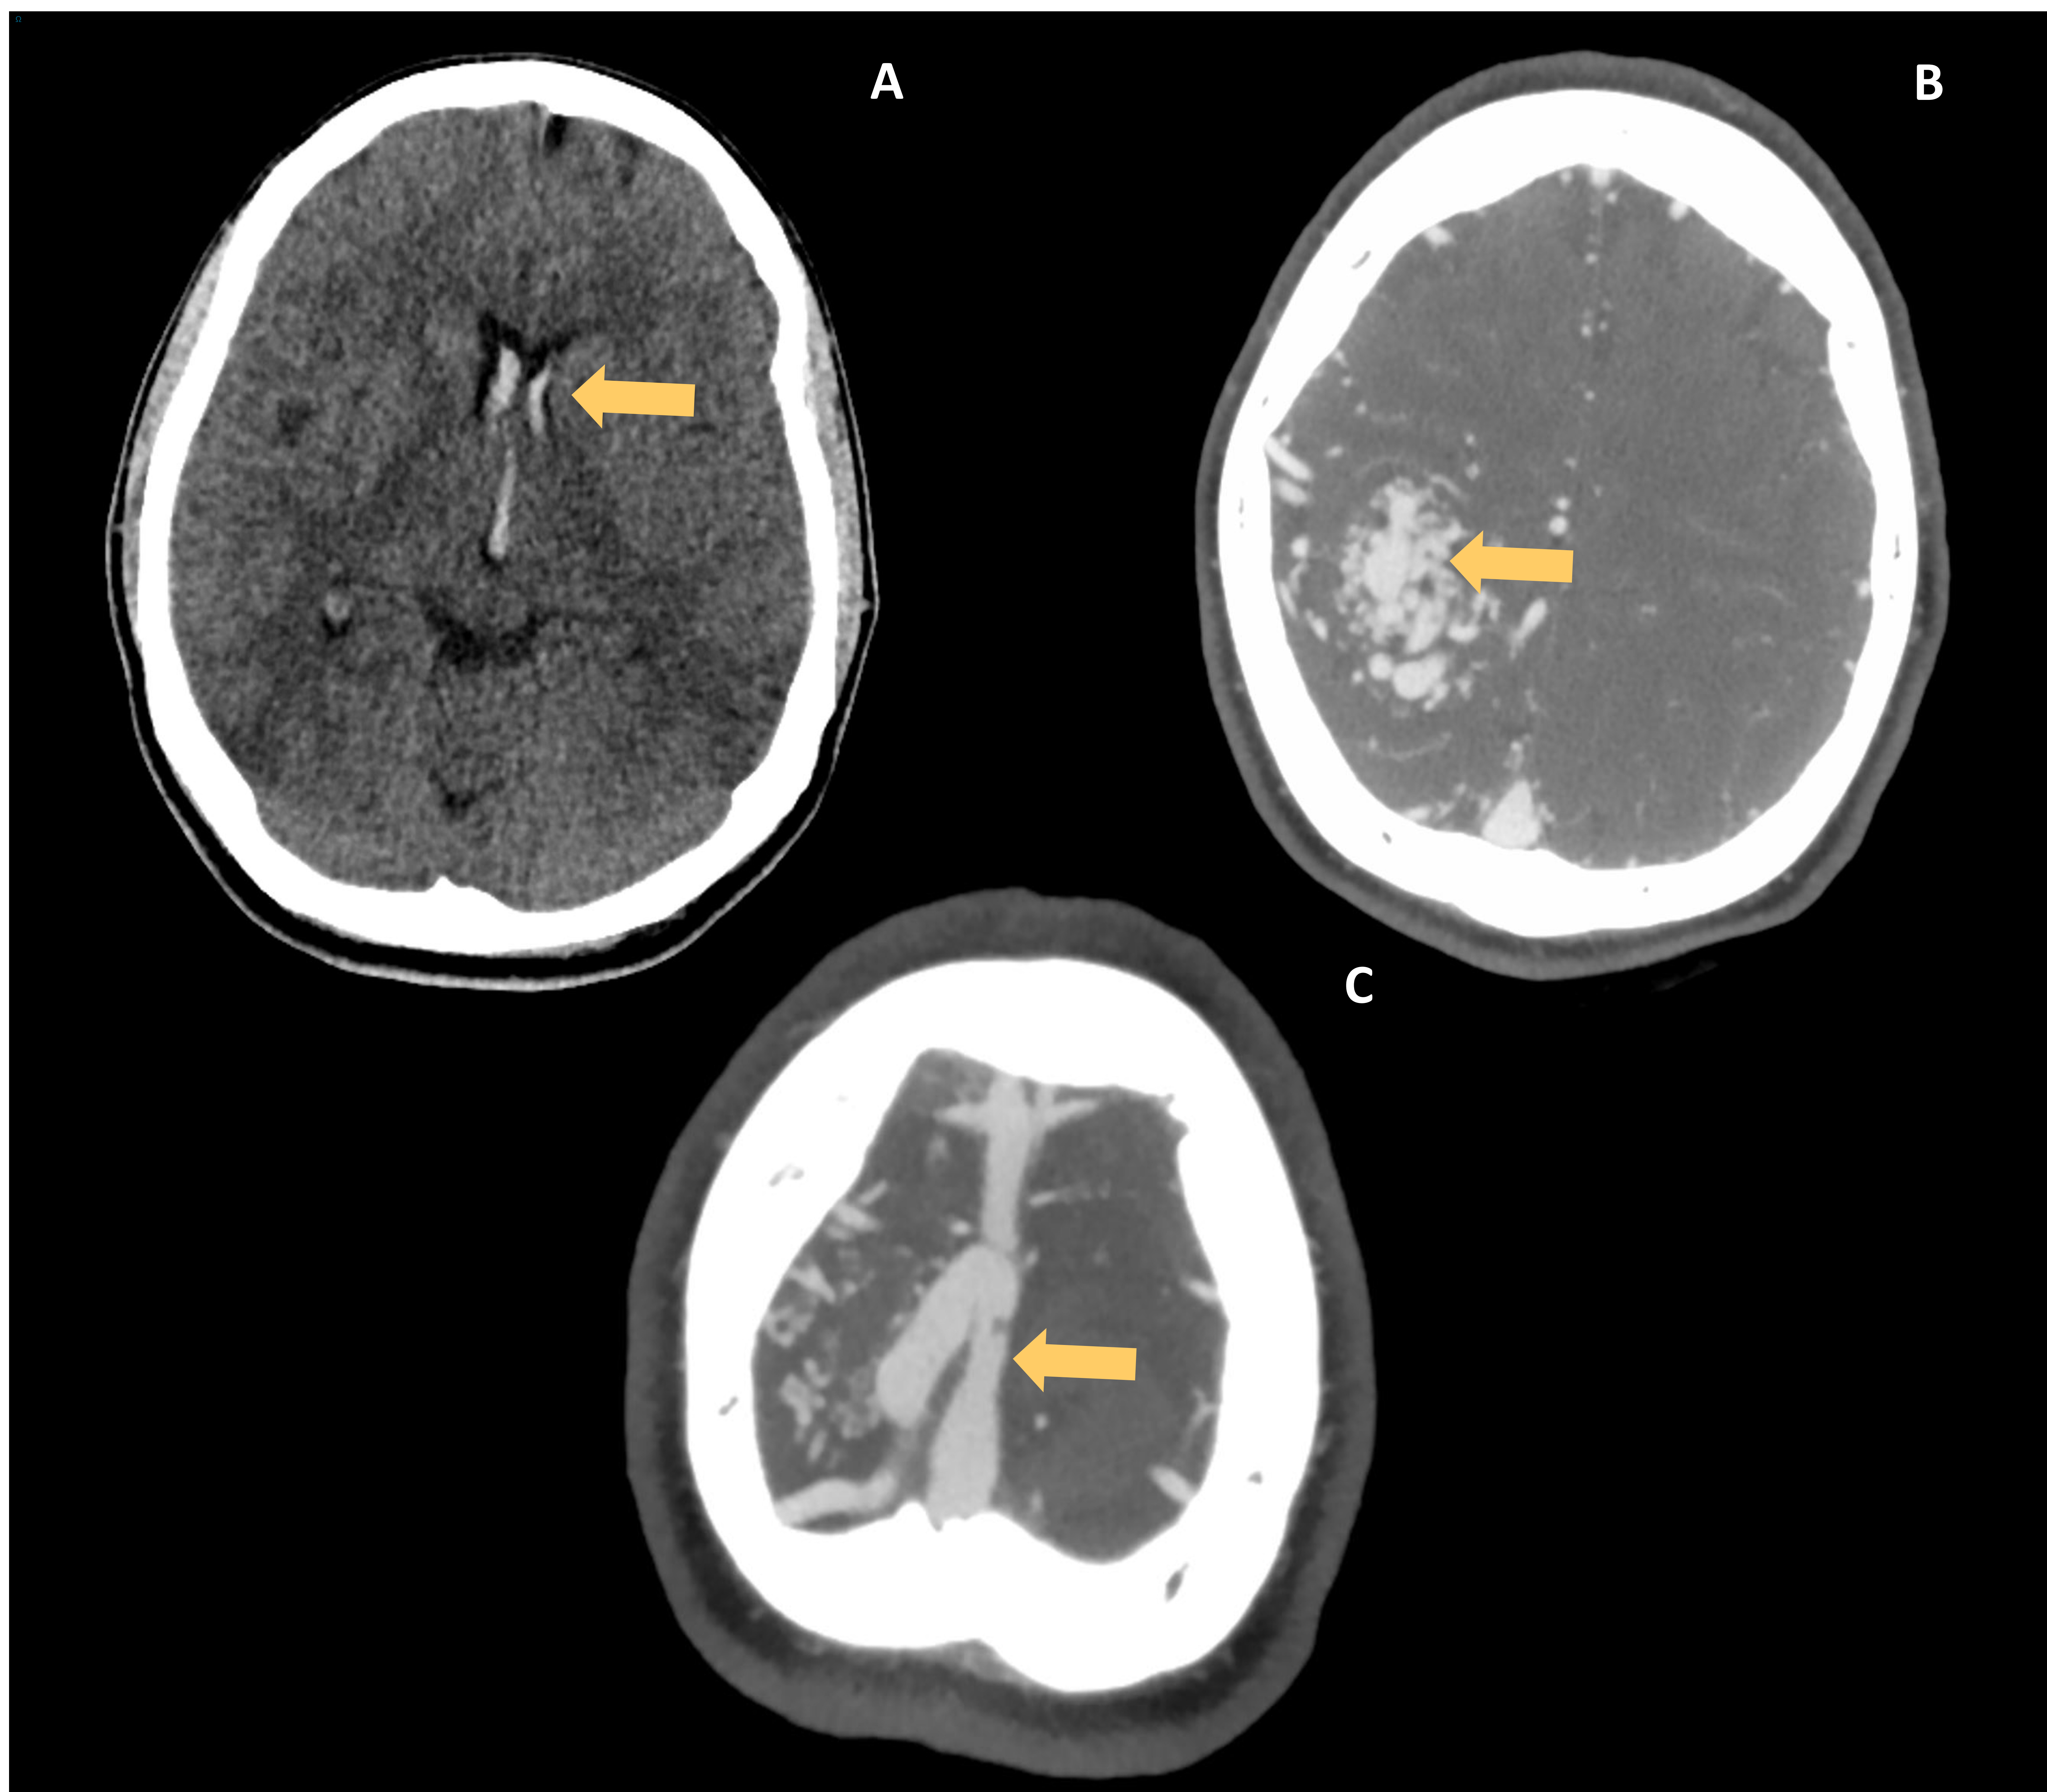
TC de cráneo sin contraste en plano axial (A) con componente hemático en astas frontales de los VL y III ventrículo. En TC C+ (B) se visualiza un área cortico-subcortical parietal D de aumento de atenuación con realce intenso de estructuras vasculares tortuosas compatible con MAV grado V. Drenaje venoso al seno longitudinal superior (C, flecha).
